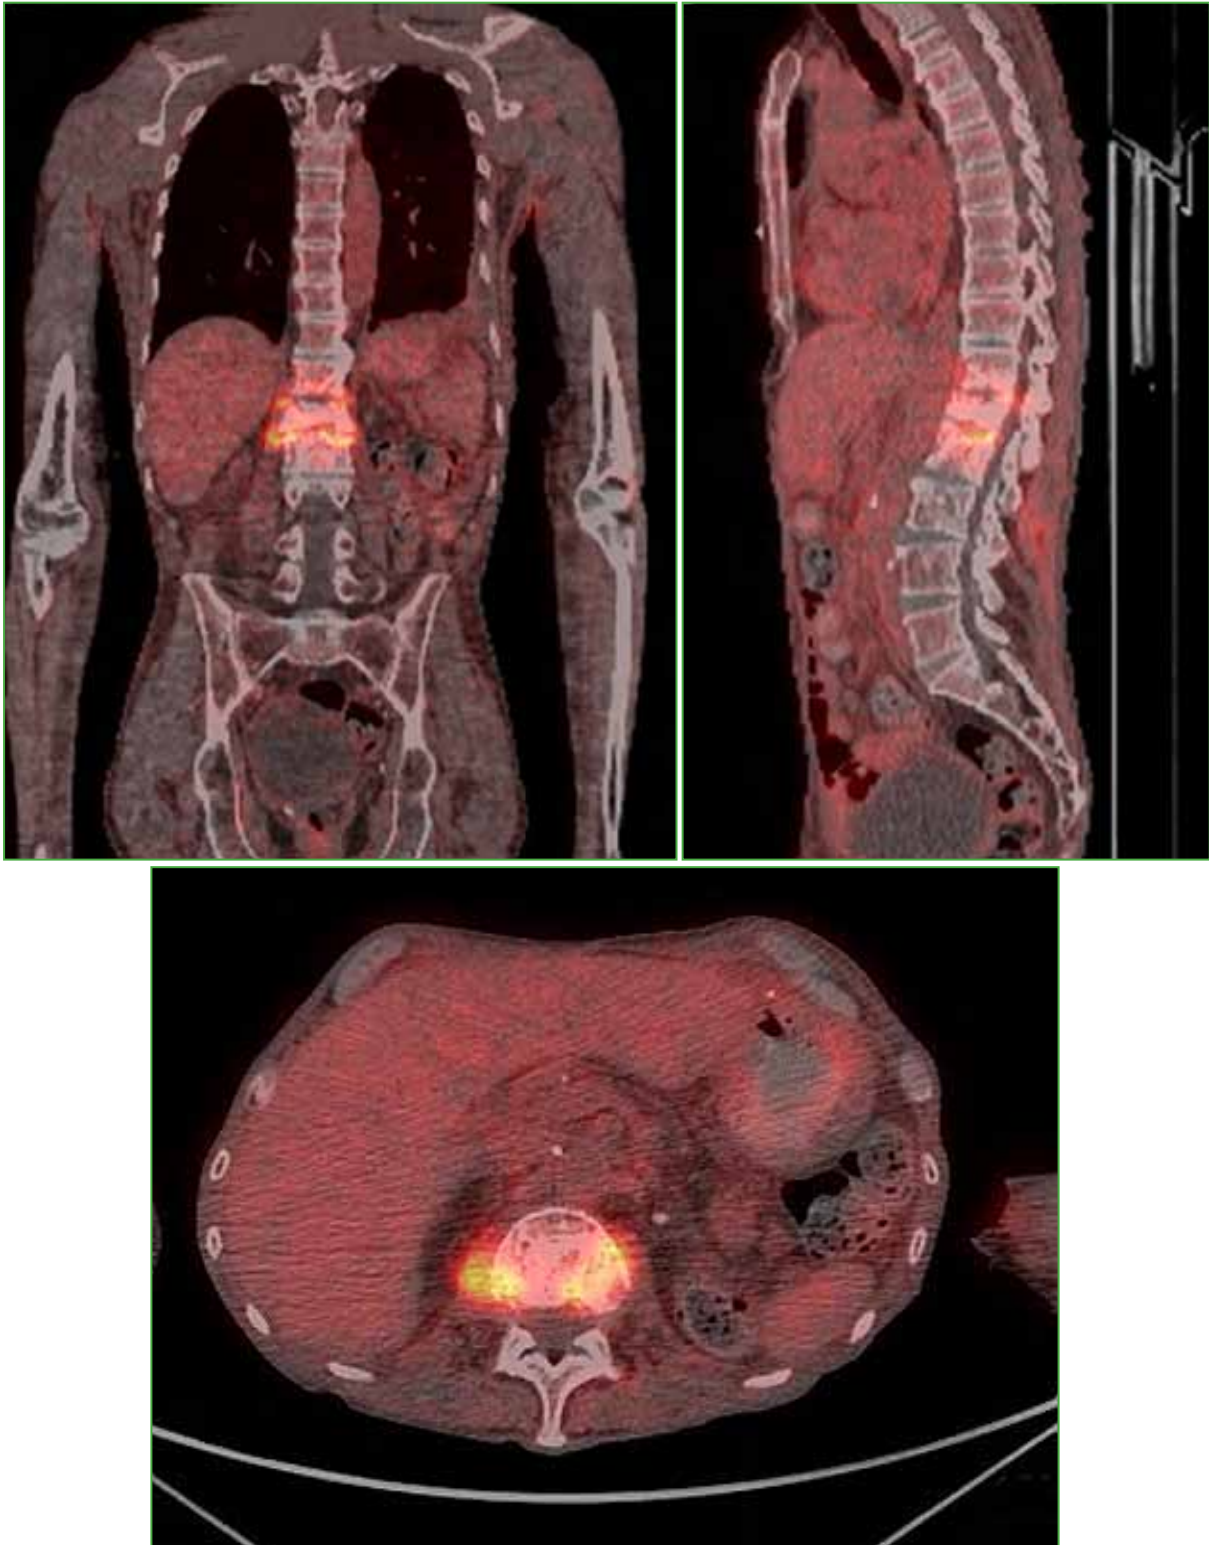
Tomografía por emisión de positrones de columna dorsolumbar, cortes coronal, sagital y axial. Se observa hiperintensidad del espacio intervertebral de L1-L2 y de los cuerpos vertebrales de T12, L1 y L2.
